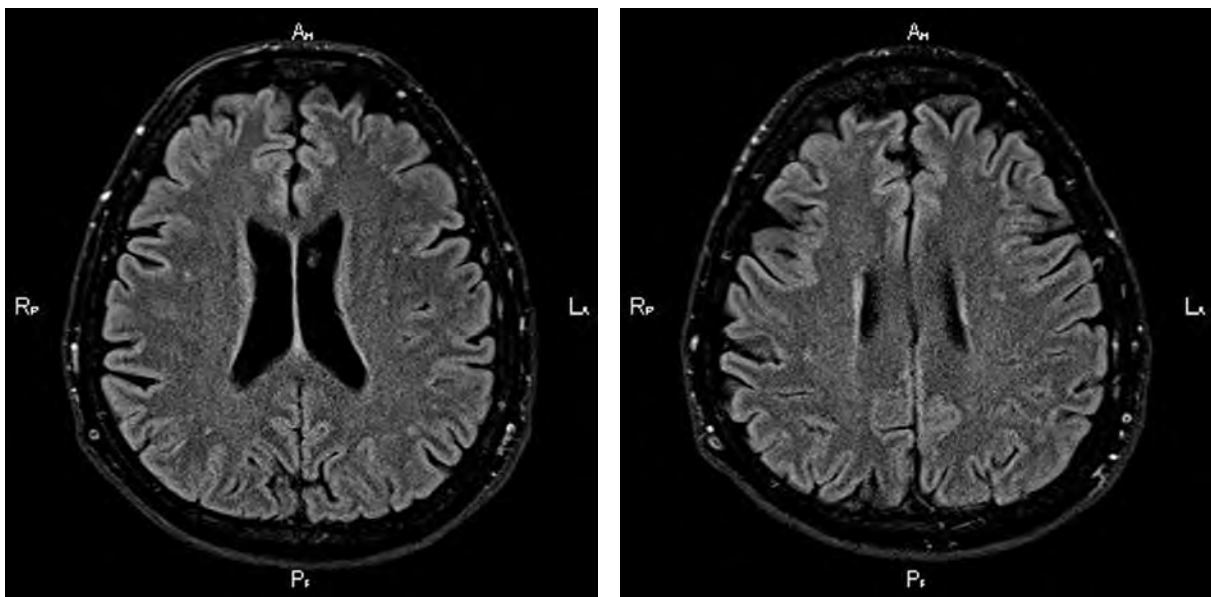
Больной П., 44 г. МРТ головного мозга в режиме T2W с подавлением жидкости: расширение наружных ликворных пространств и единичные очаги патологического МР-сигнала сосудистого генеза в белом веществе больших полушарий.
